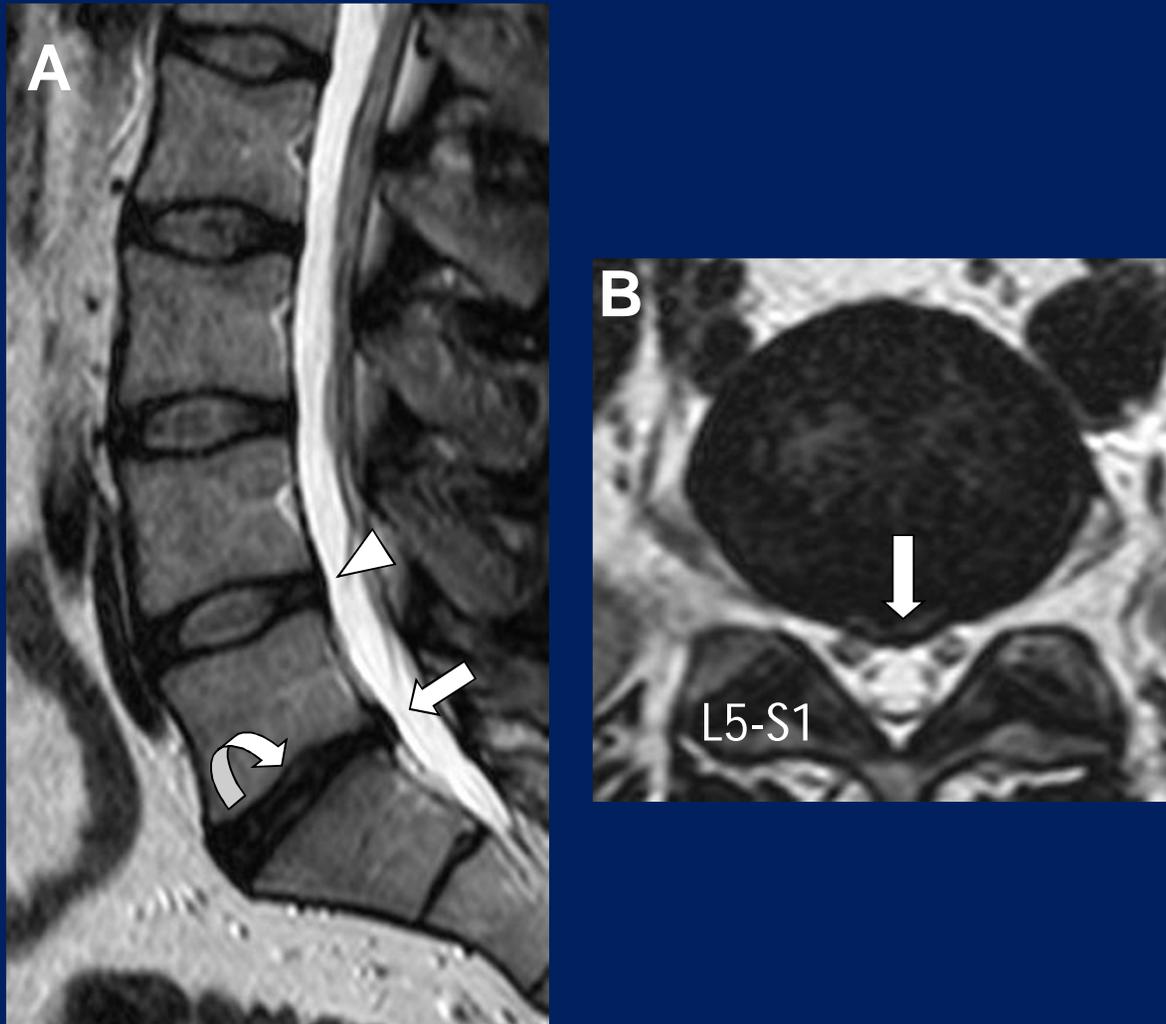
Varón, 30 años. RM columna lumbar, potenciada en T2, cortes sagital (A) y axial (B), en la que se observa hernia discal mediana L5-S1 (flecha) que entra en contacto con la raíz S1 derecha. Protrusión discal de L4-L5 (cabeza flecha). Degeneración del disco L5-S1 (flecha curva).
